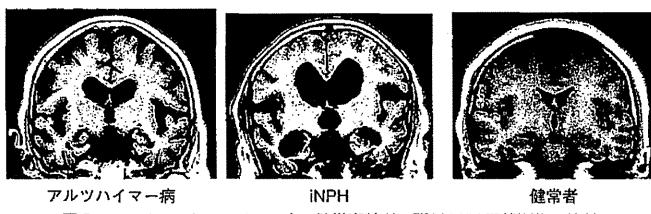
iNPH、アルツハイマー病、健常高齢者の頭部MRI冠状断像の比較
